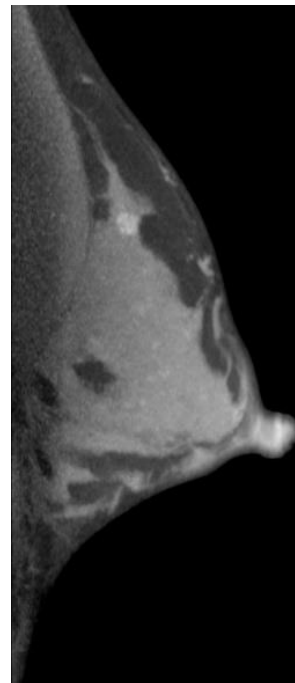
In der KM-gestützten CT Demaskierung eines kleinen Karzinomherdes aufgrund einer Kumulation des jodhaltigen Kontrastmittels in der Folge der Tumorangiogenese (Lichtbild zur Verfügung gestellt vom Brustzentrum Göttingen).
